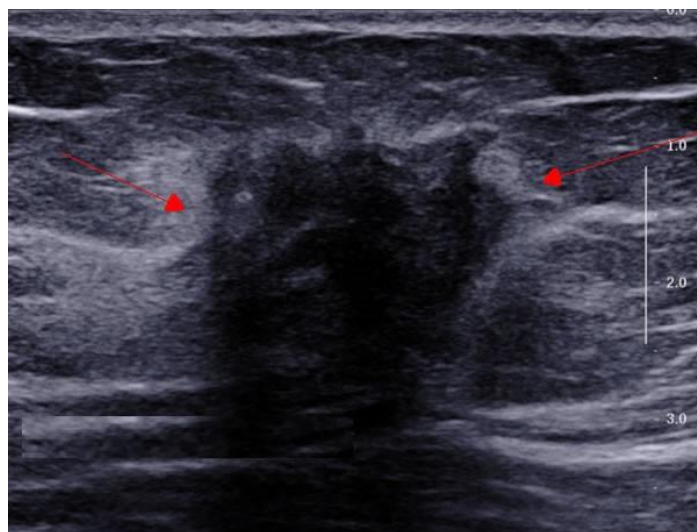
Image échographique d'un sein [16].
